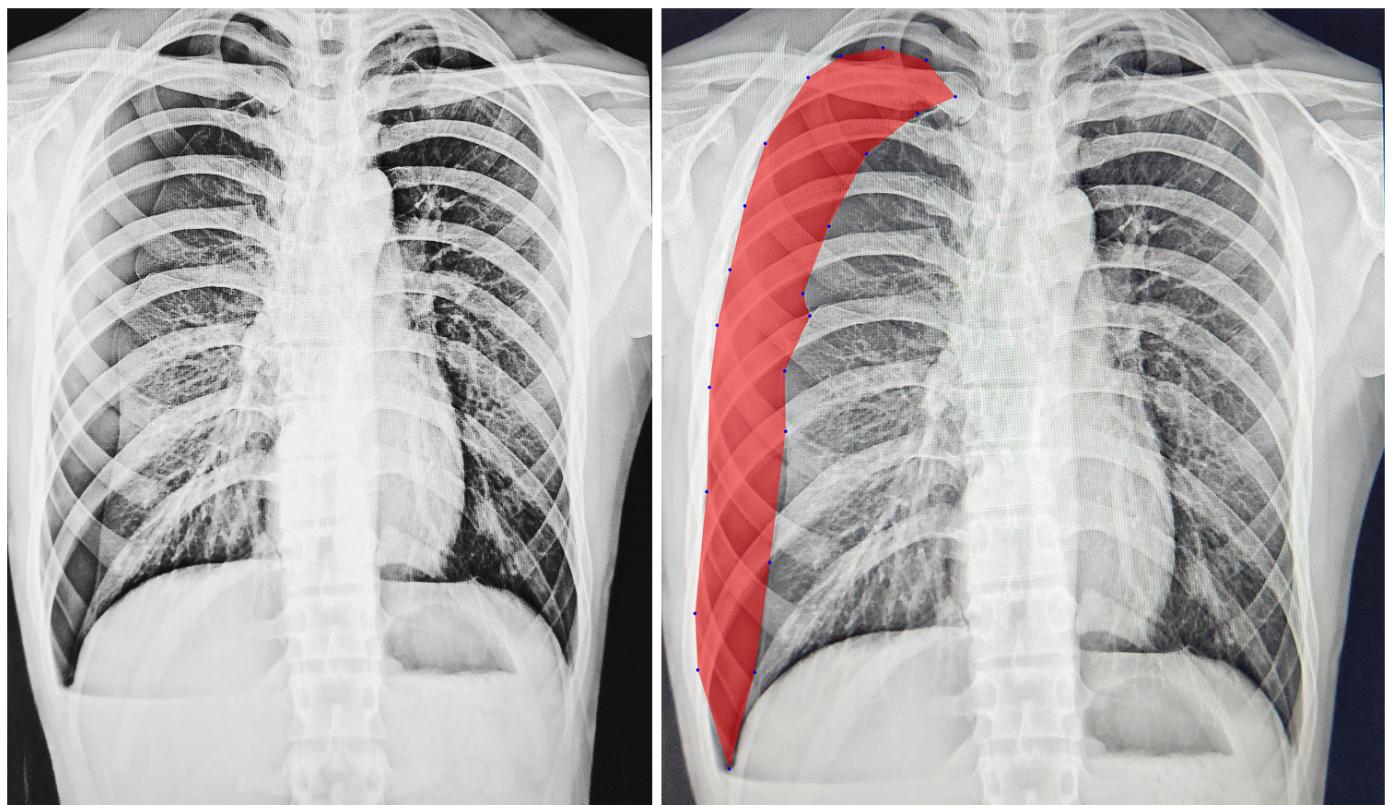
Pneumothorax X-ray with Visualization
